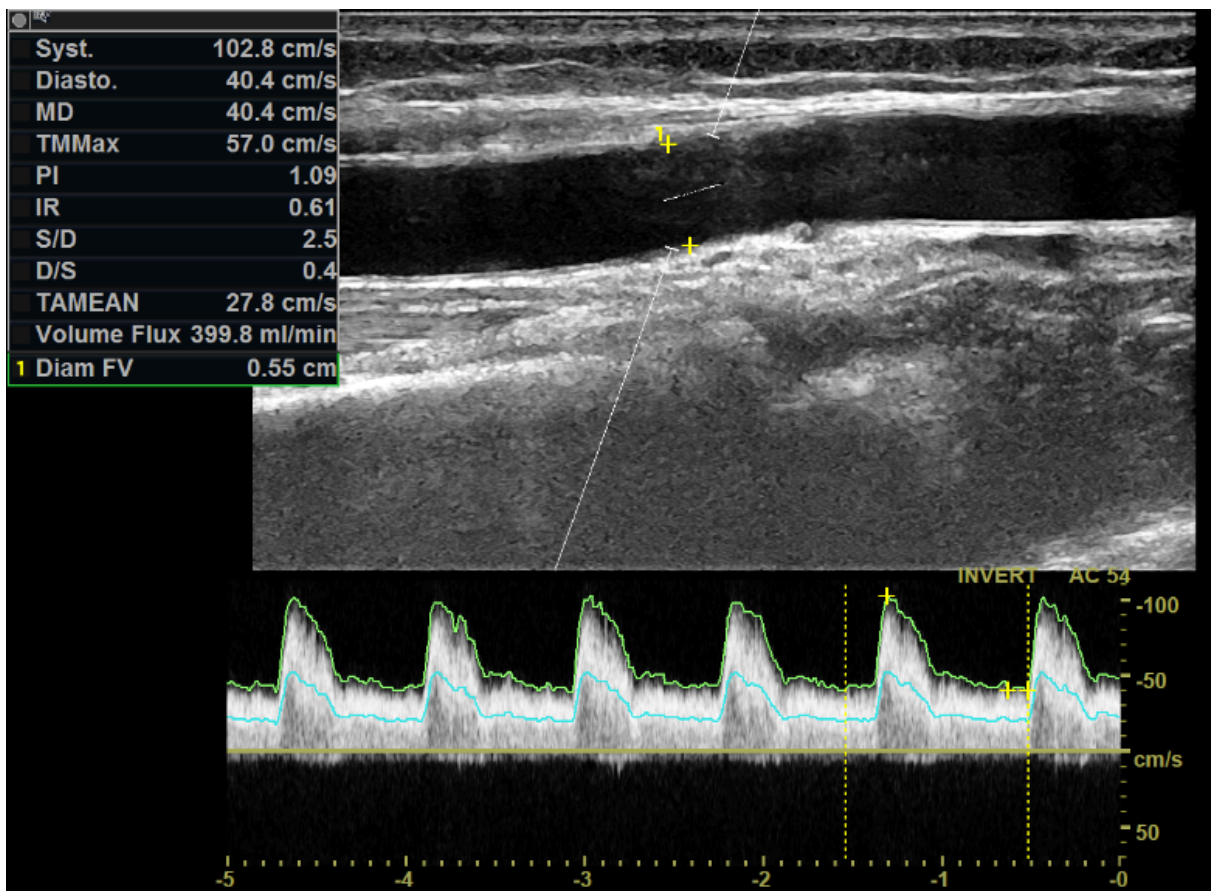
Doppler pulsé, montre un débit à 400ml/min
